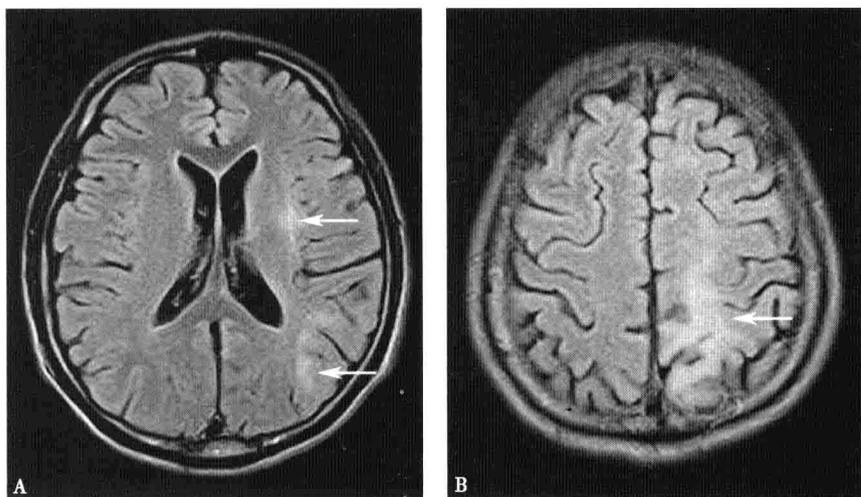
头部 MRI 平扫:FLAIR 像显示(A)左侧额颞叶及(B)额顶叶皮质下区域条片状异常高信号影(箭头),皮质部分受累
